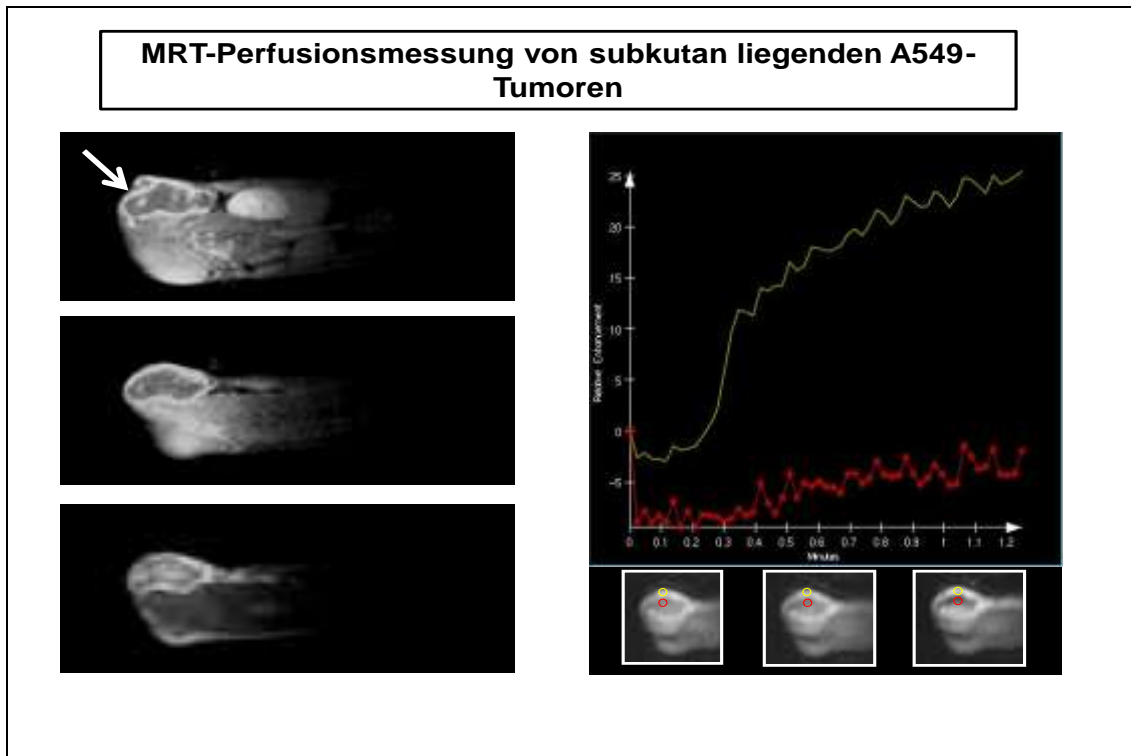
MRT Perfusionsmessung der Anflutung des Kontrastmittels im Zentrum bzw. in der Peripherie der A549 Tumoren
